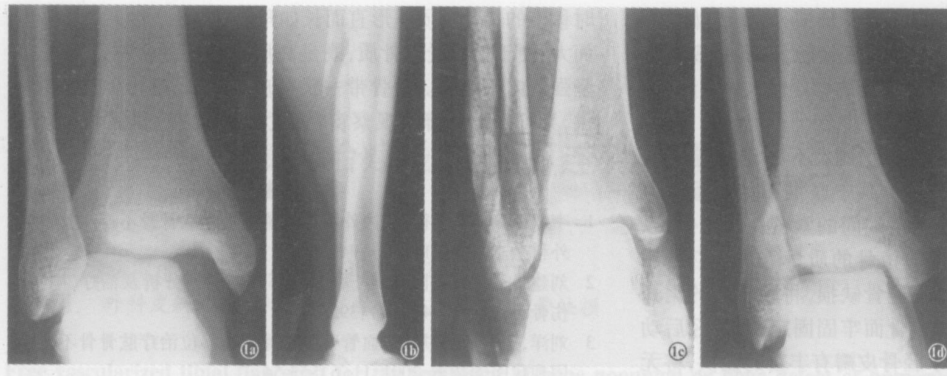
患者,男,23岁,下坡扭伤右踝部 1a.右踝部和小腿外侧肿胀、压痛,X线片示下胫腓联合分离;1b.腓骨上端骨折;1c.经皮可吸收螺钉固定并配合U形石膏固定,X线片示下胫腓联合分离完全复位;1d.术后2年随访,踝关节稳定、无痛、活动范围正常,X线片示下胫腓无分离,无创伤性关节炎发生
